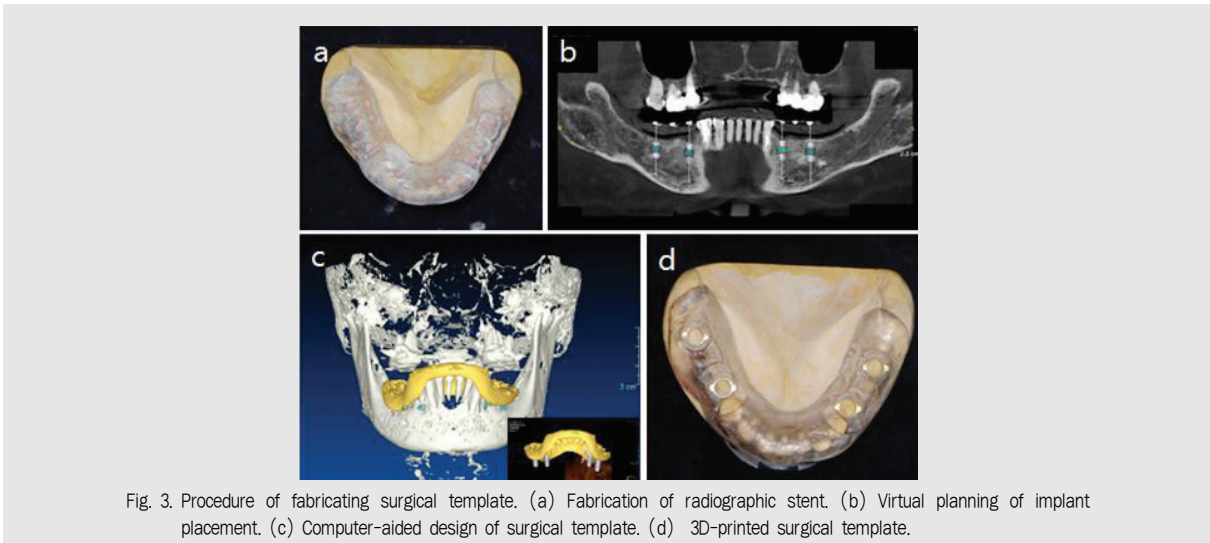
Procedure of fabricating surgical template. (a) Fabrication of radiographic stent. (b) Virtual planning of implant placement. (c) Computer-aided design of surgical template. (d) 3D-printed surgical template.
